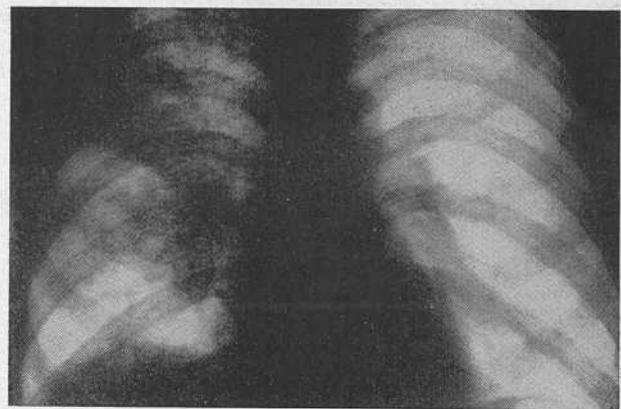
Рентгенограмма больного П. В правом легком среди участков хронической пневмонии отмечаются множественные полости.
